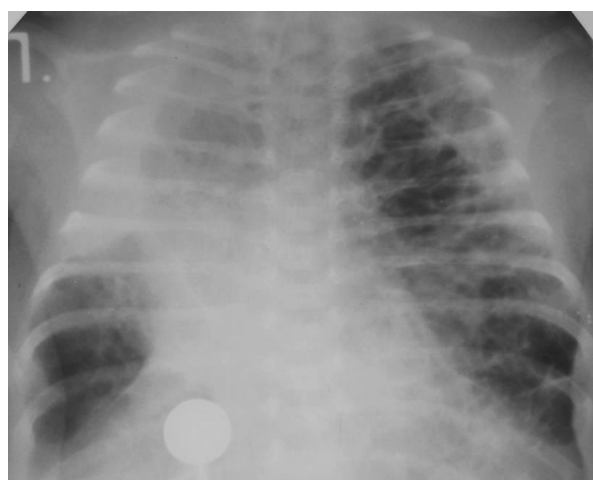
Пневмомедиастинум, эмфизема мягких тканей шеи у недоношенного ребенка с РДС I-II ст. в возрасте 6 суток жизни (обзорная рентгенограмма ОГК).
